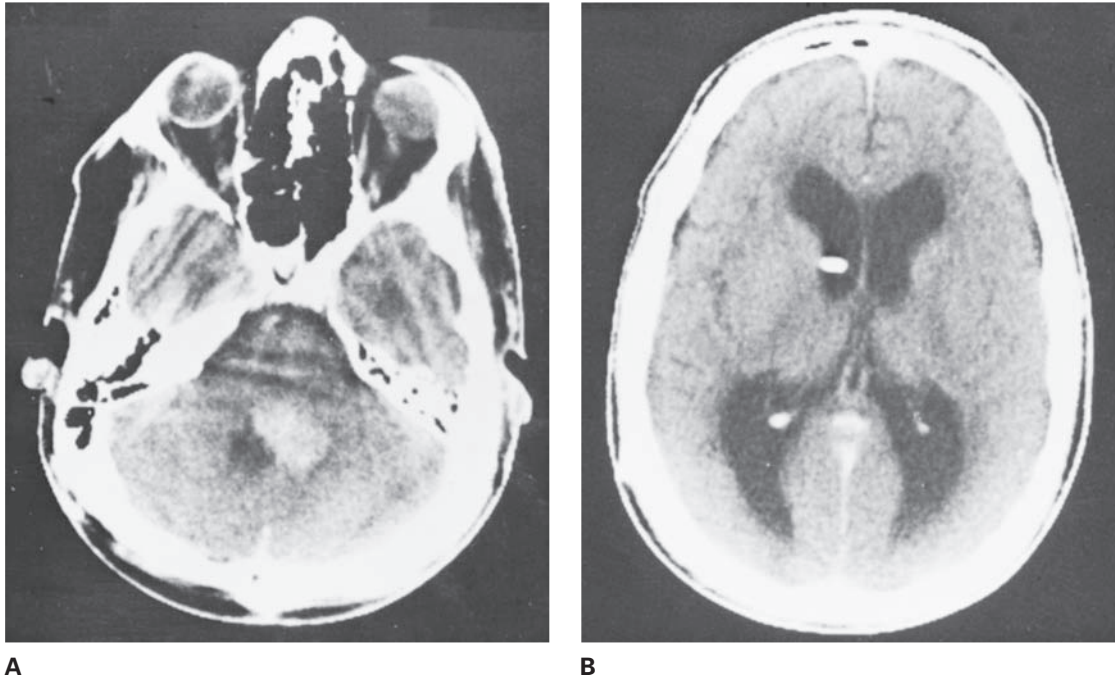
Ependimoma del cuarto ventrículo. A, epndimoma en crecimiento hacia el exterior del cuarto ventrículo. B, imagen de CT intensificada con contraste en una niña de cuatro años de edad que presentaba signos de aumento de la PIC. Nótese la hidrocefalia y el extremo del tubo de derivación en el ventrículo lateral derecho.
